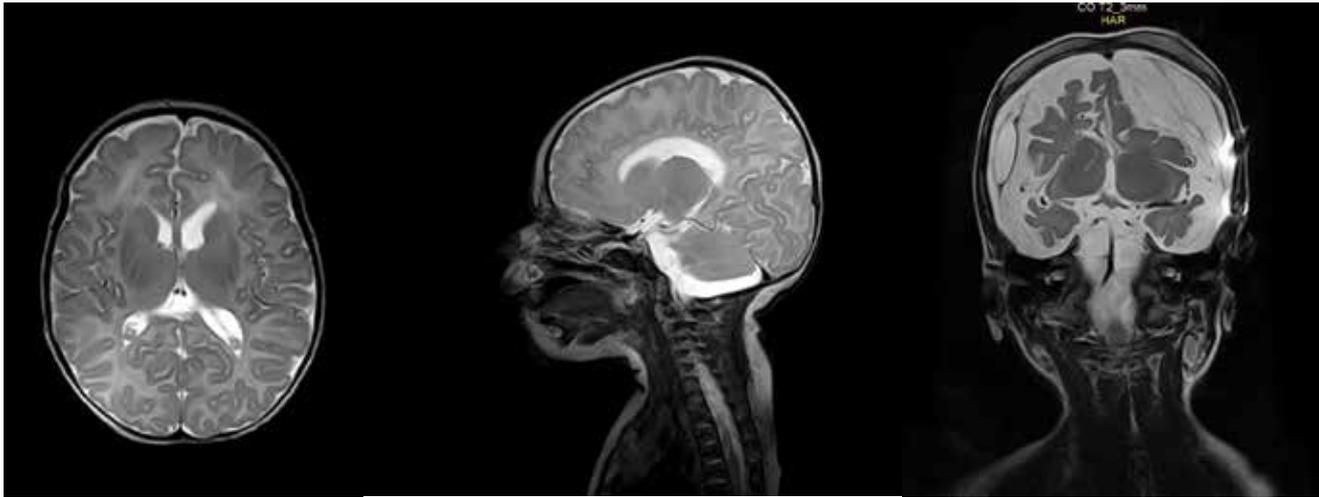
МРТ-головного мозга пациента В., выполненная в возрасте 4 мес.
